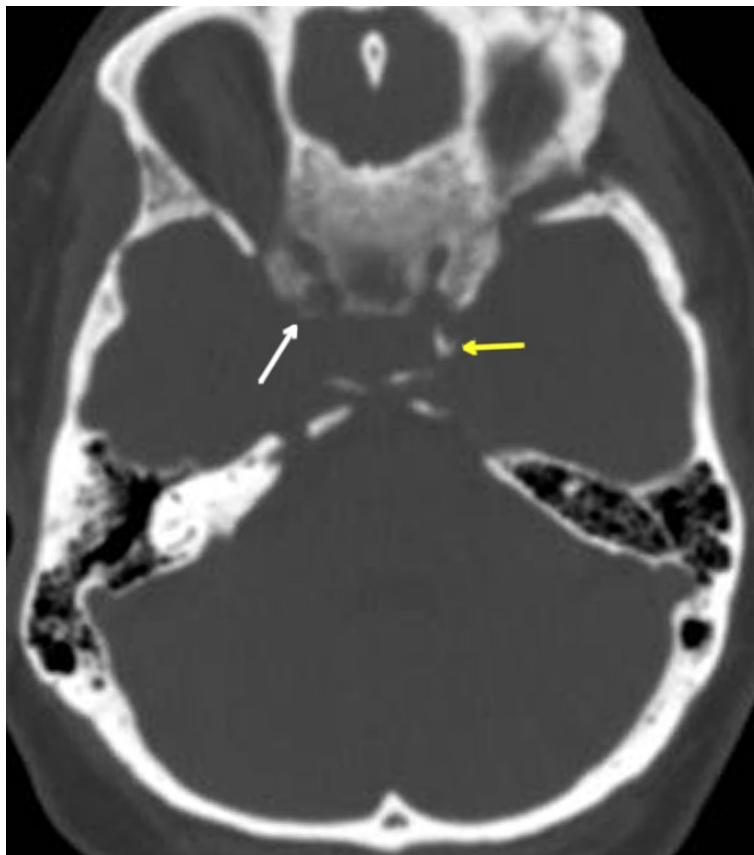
薄层 CT（骨窗）显示一不完全性颈内动脉床突孔（白色箭头）和一完全性床突间骨桥（黄色箭头），该例患者为蝶骨嵴内侧型脑膜瘤。
